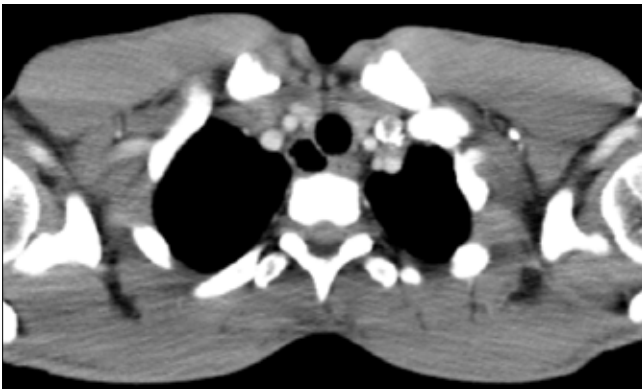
Trakeal bronş; koronal planda rekonstrükte MinIP BT görüntüde sağ üst lob bronşunun trakeadan çıktığı görülmektedir
